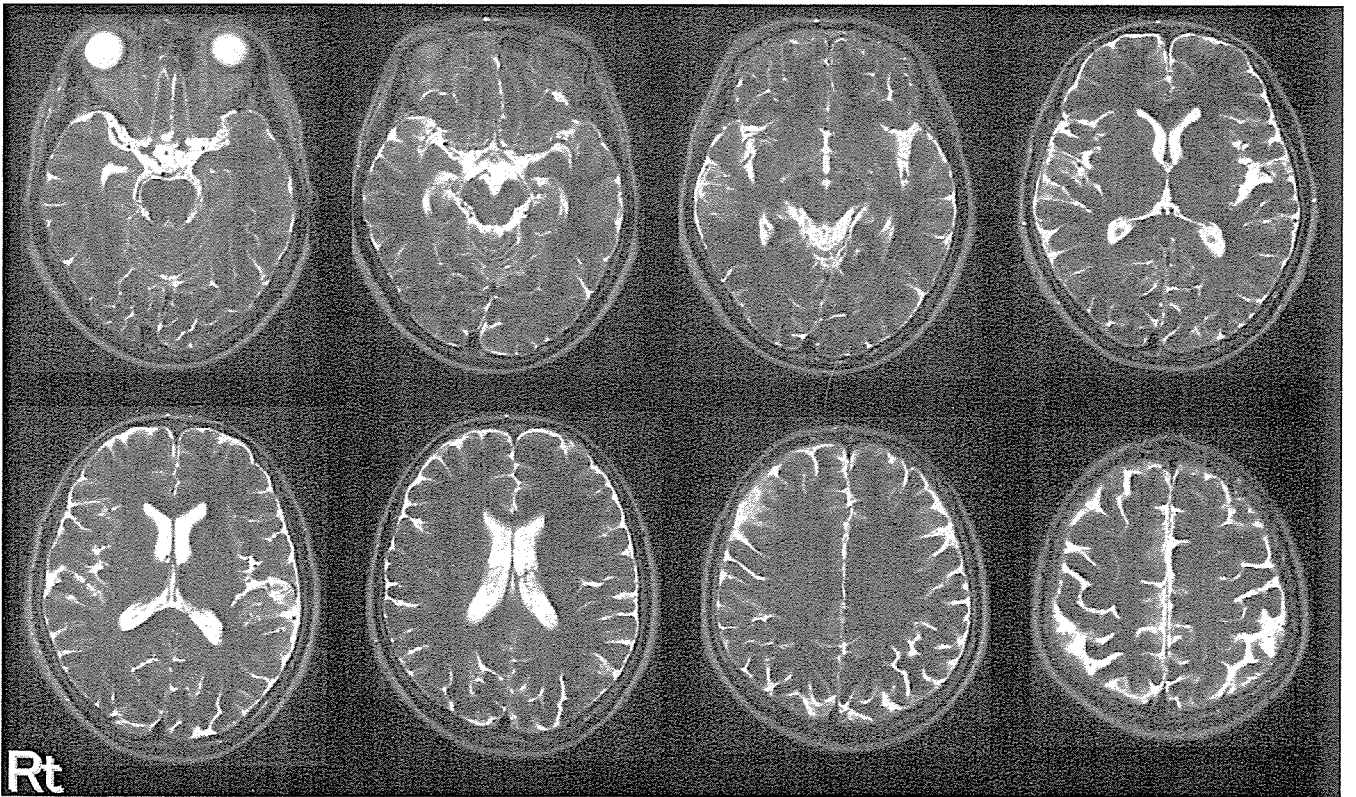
Axial MRI T2 images at age 62
